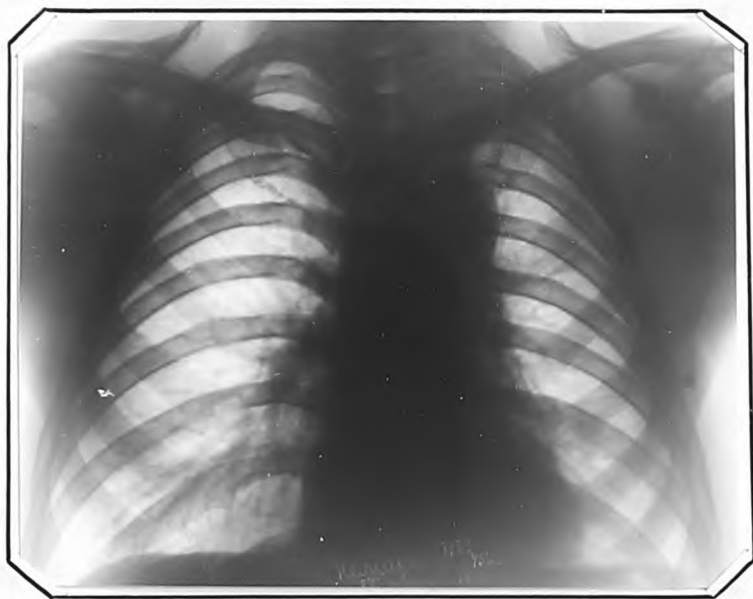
Рентгенограмма Г.Н., от 29.1У.1961 г. (через 14 лет).
